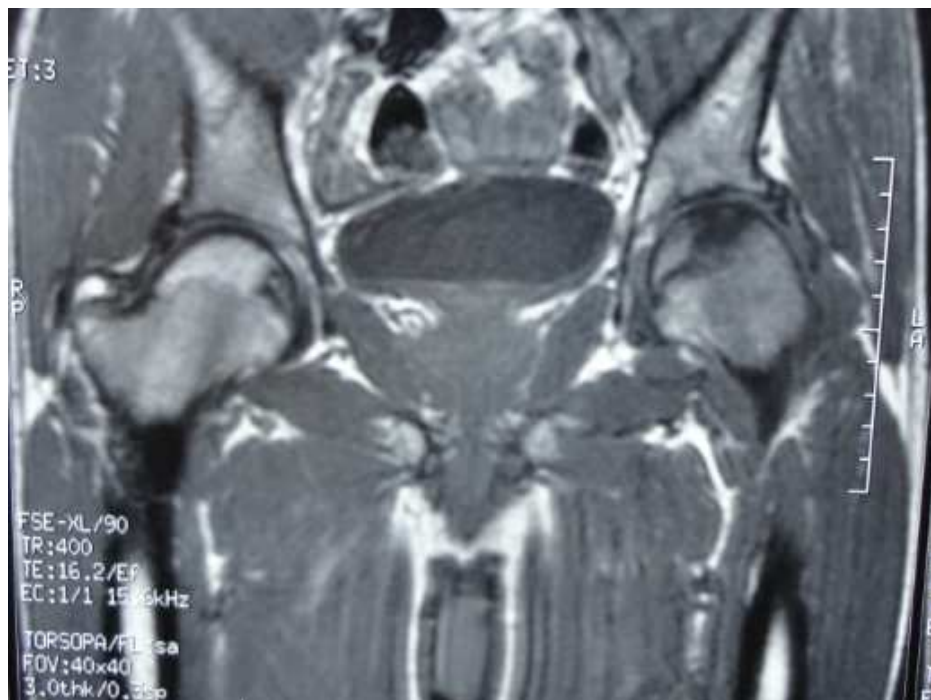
IRM : ONATF bilatérale (notre série observation n° 6)
